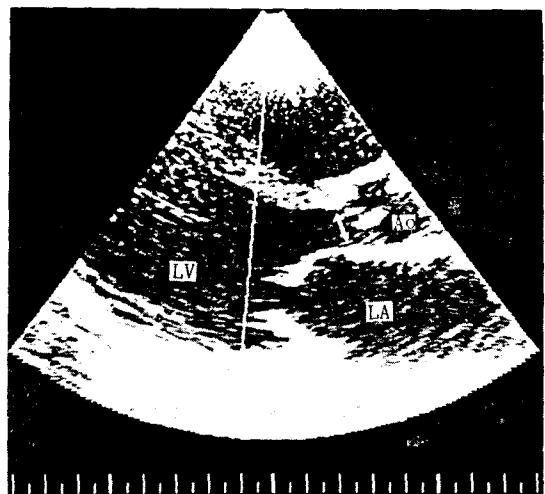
Two-dimensional echocardiogram(parasternal longaxis view) of aortic root and valve. Arrow represents actual measurement of aortic annulus.
